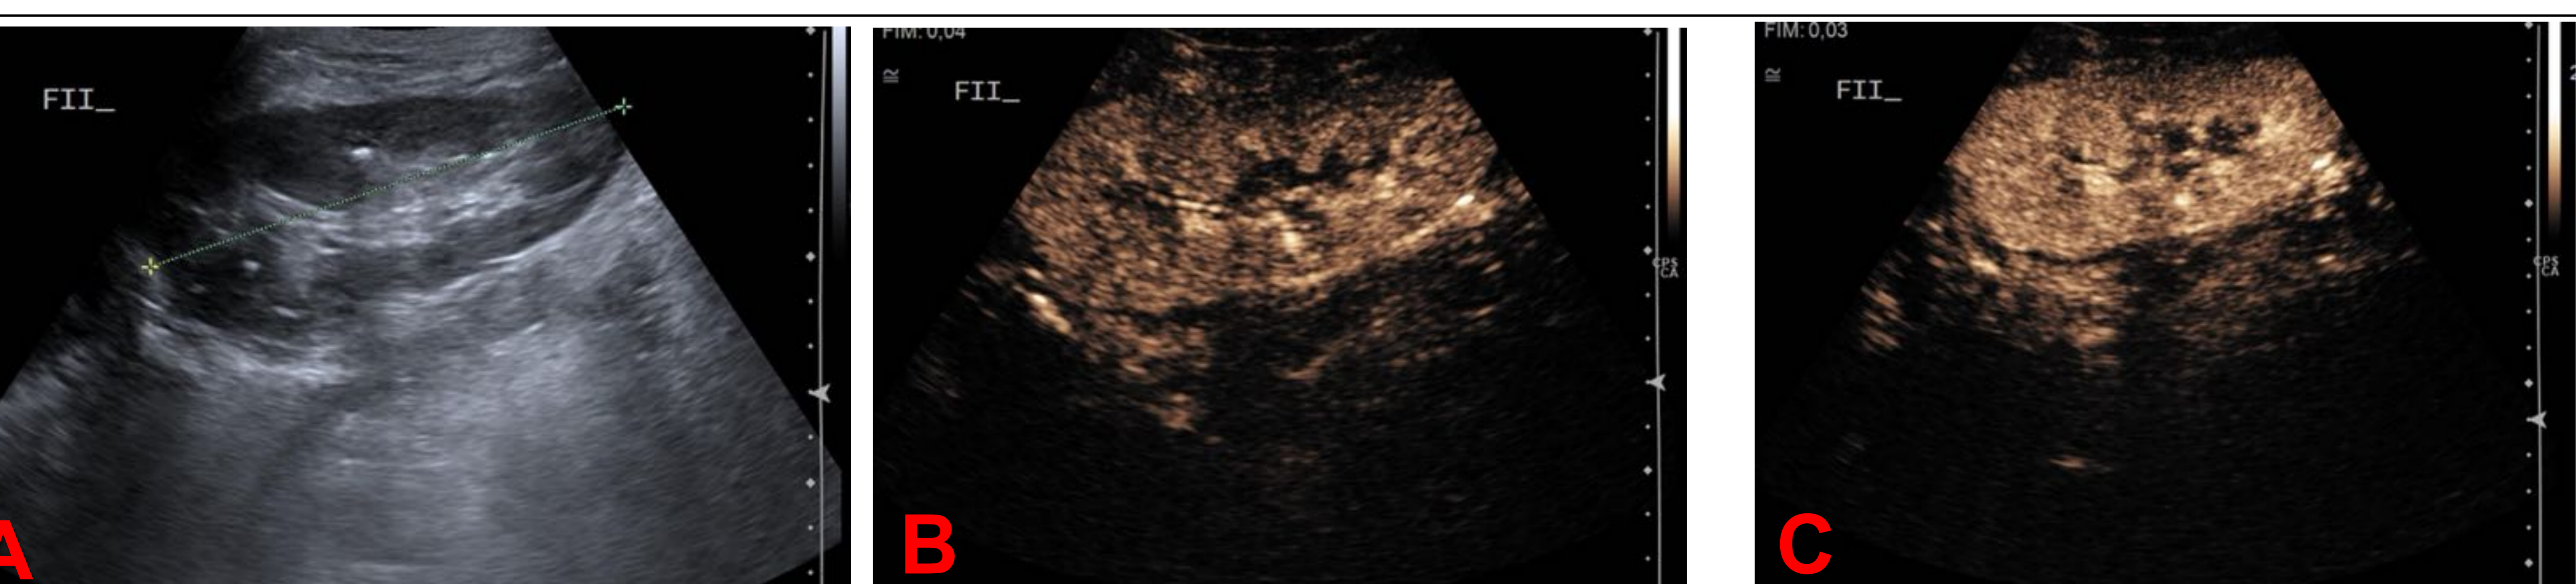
Imagen A, B y C: Ecografía modo B y CEUS ( eco con contraste) del mismo paciente Fig en postoperatorio reciente de TRP. Valoración RENAL
